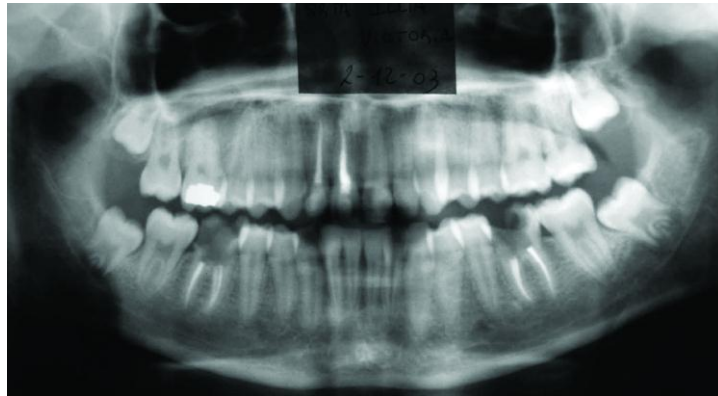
(11) Ortopantomografía que muestra los primeros molares inferiores con caries de 4°, indicados para la extracción.
